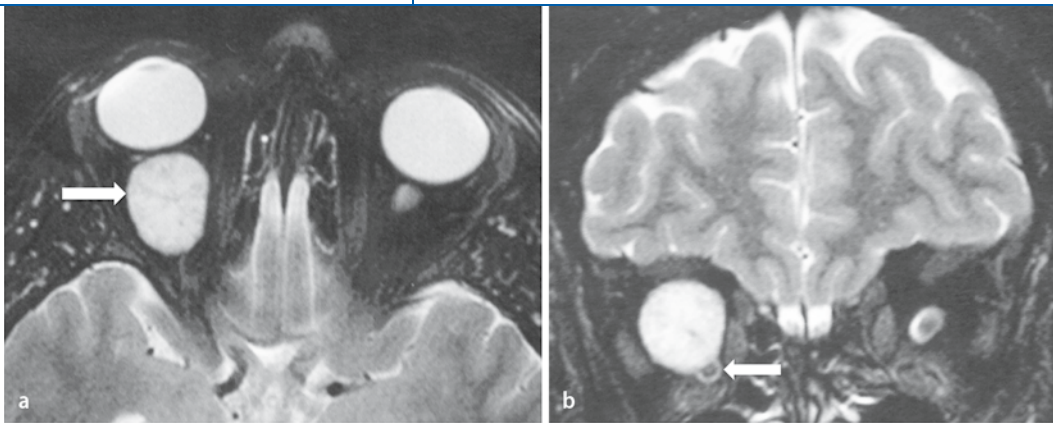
◀ Retrobulbäres Kavernom. a Axiale und b koronare, T2-gewichtete MR-Tomographien. In Teilabbildung a zeigt der Pfeil auf den Tumor, in Teilabbildung b auf den nach medial unten verdrängten Sehnerv
